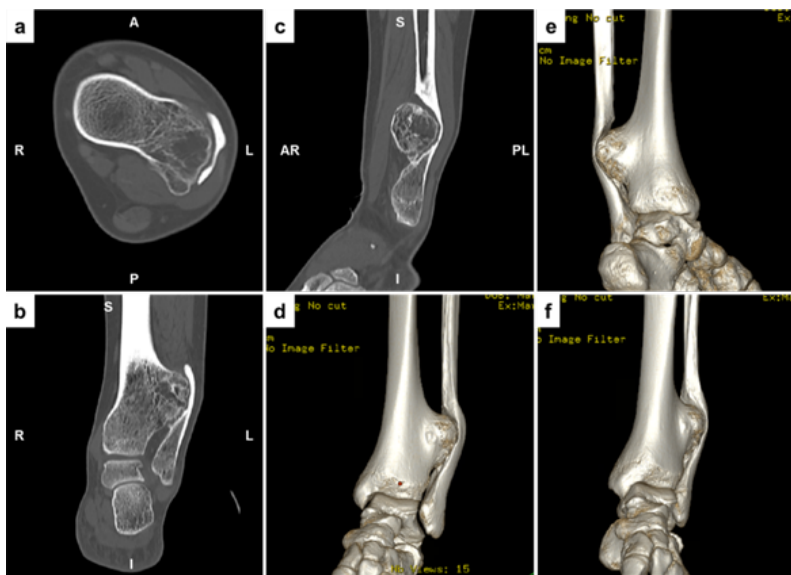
Imágenes de Tomografía Computarizada en sus cortes axial (a), coronal (b) y sagital (c), así como de reconstrucción 3D (d, e y f).
